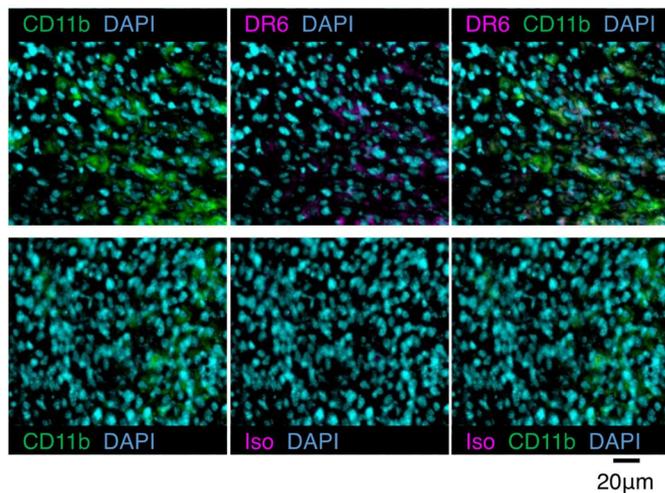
CT26 細胞移植腫瘍塊における DR6 発現細胞
